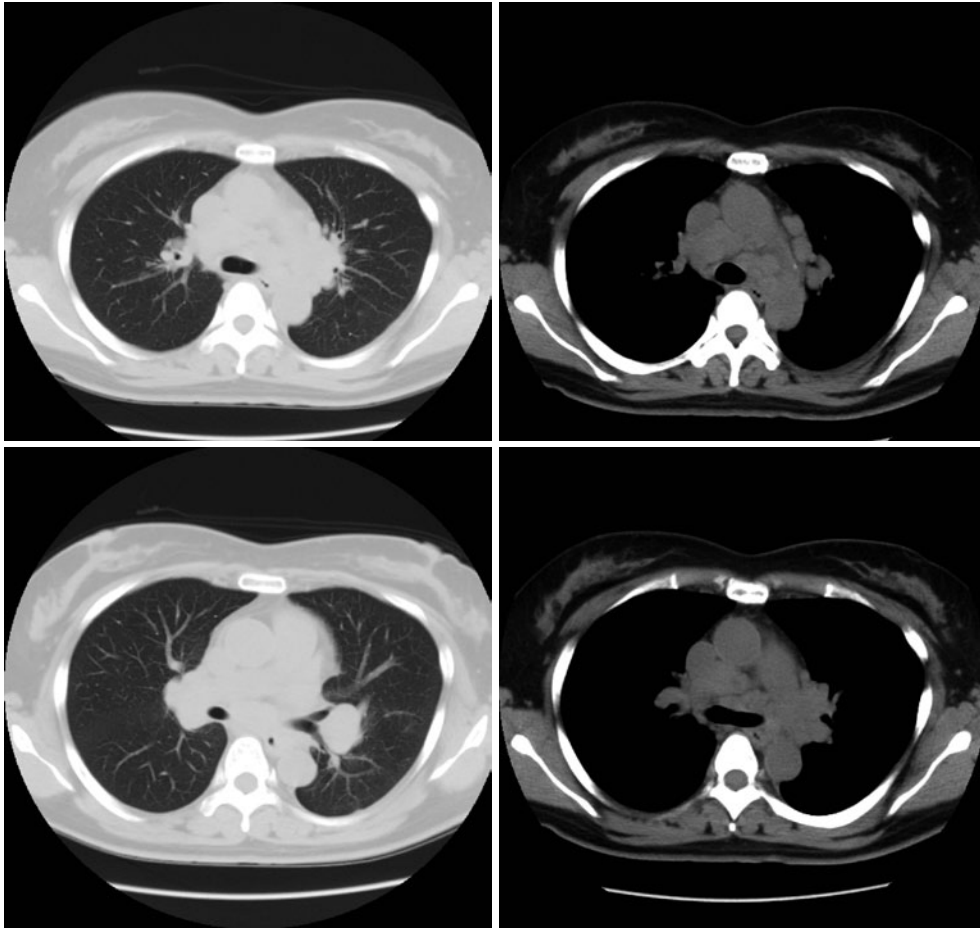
退院2ヶ月後の胸部CT。両側肺門リンパ節および縦隔リンパ節腫脹は初回のCTと比較して著変ないが、両側びまん性のすりガラス様肺野濃度上昇は消失した。
